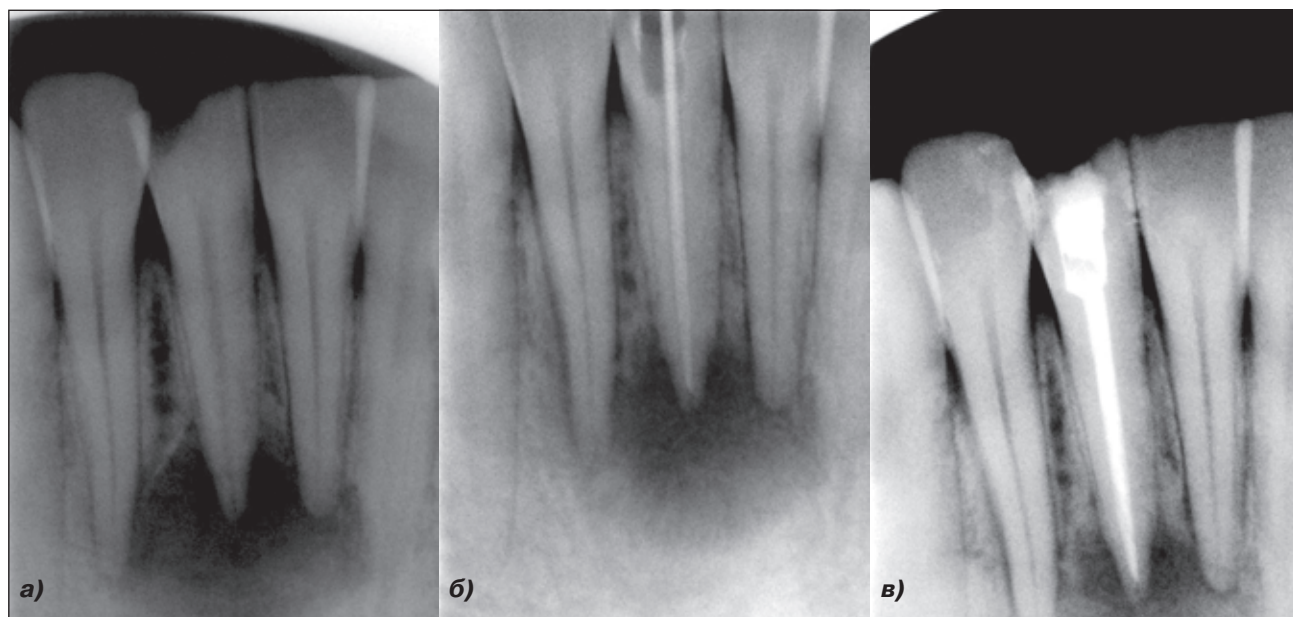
Рентгенограмма 41-го зуба до эндодонтического лечения (а), перед окончательным пломбированием корневого канала после использования медикаментозной повязки (б) и через год после проведенного эндодонтического лечения (в)
